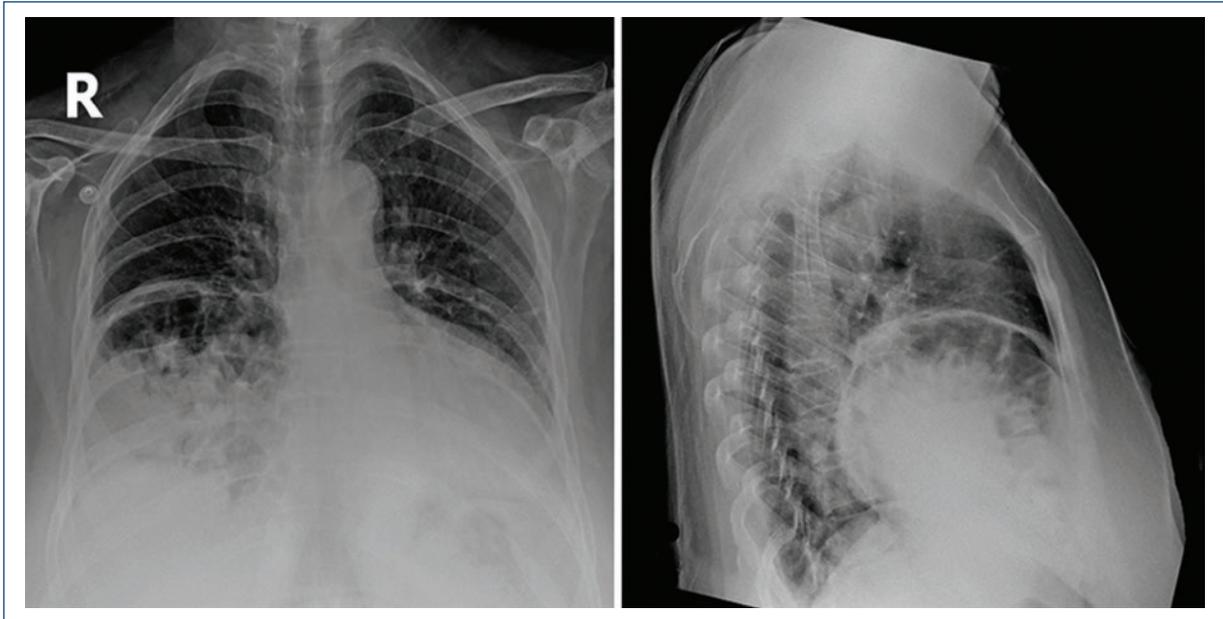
PA and lateral chest X-ray showing gas-containing opacity in the right and anterior side of thorax with mediastinal shift to the left suggesting diaphragmatic hernia.
